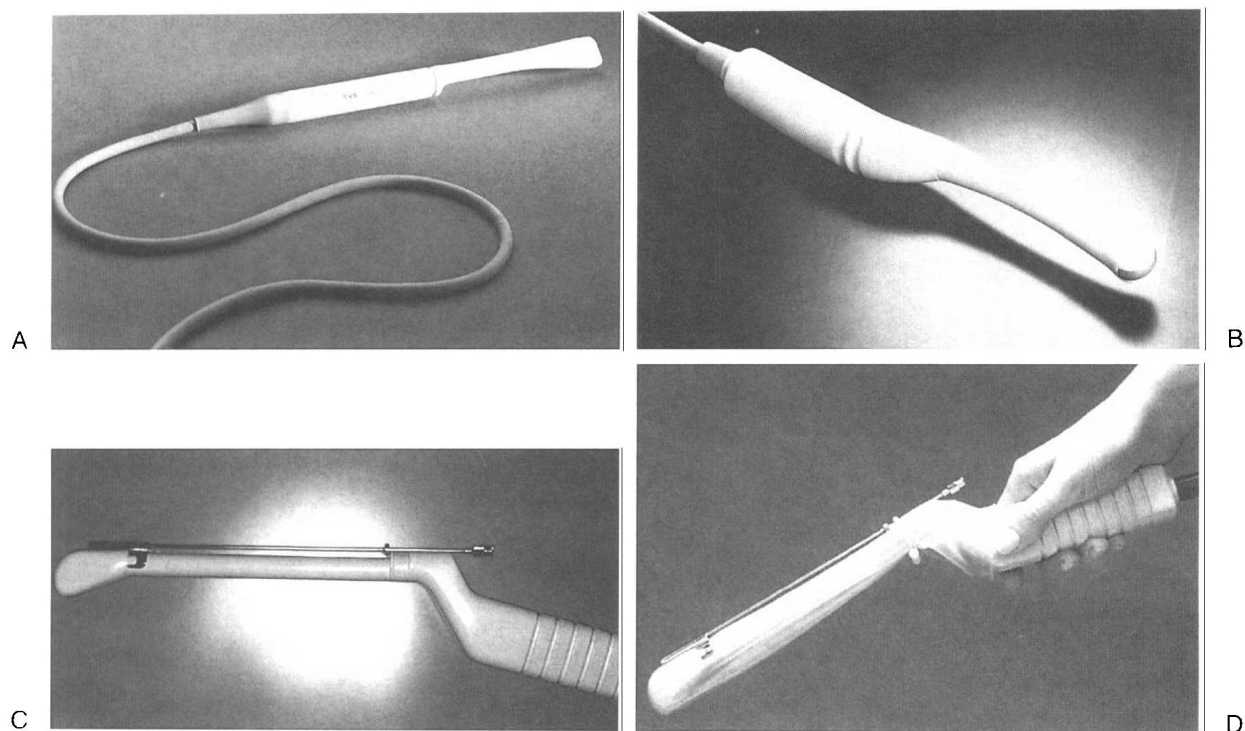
阴道超声探头。(A) 相控阵线阵探头。探头频率 5, 6 和 7MHz。(B) 凸阵探头。自纵向扫查到冠状面探查操作灵活方便。(C) 介入超声下操作, 穿刺针被固定在阴道探头柄上。(D) 针放在橡胶套上, 使之固定不动。(A) 经 Acuson 公司同意, (B) 经东芝美国医疗公司同意)
